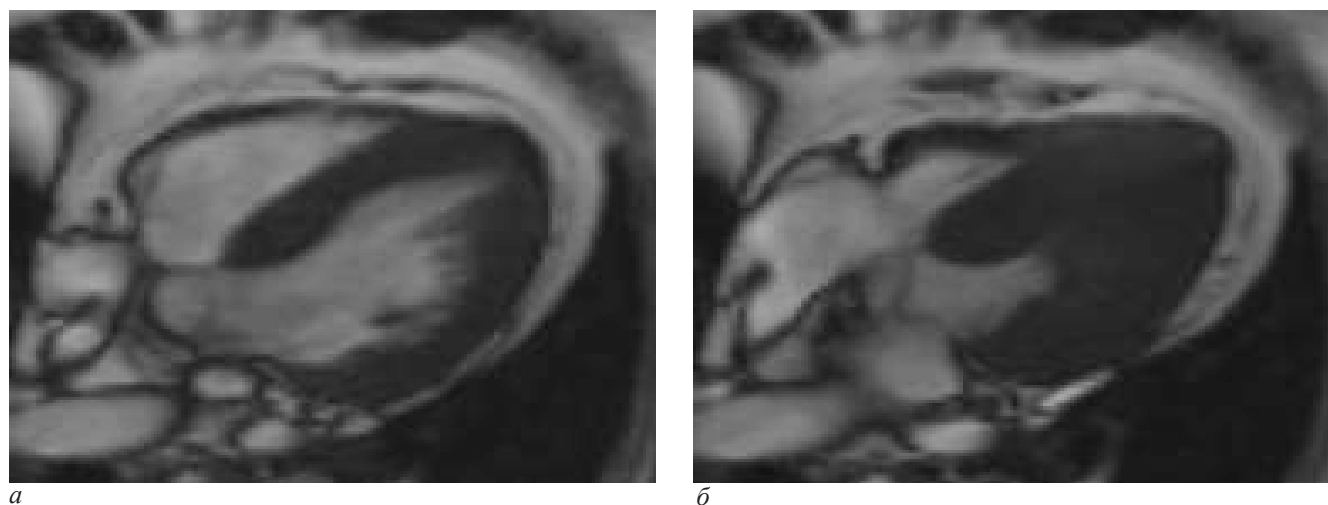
МР-томограммы сердца пациентки Т., 61 года, в 4-камерной проекции: а – в диастолу; б – в систолу: на уровне базальных, средних и апикальных сегментов левого желудочка отмечается утолщение миокарда. В систолу в средних и апикальных сегментах полость левого желудочка не визуализируется (симптом облитерации полости желудочка). В систолу на верхушке левого желудочка определяется микроаневризма
